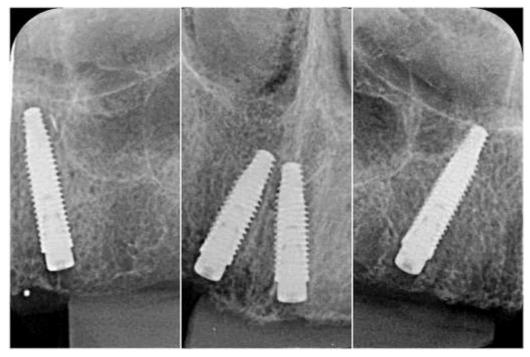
Radiografias periapicais pós-operatória confirmando posicionamento dos implantes.
